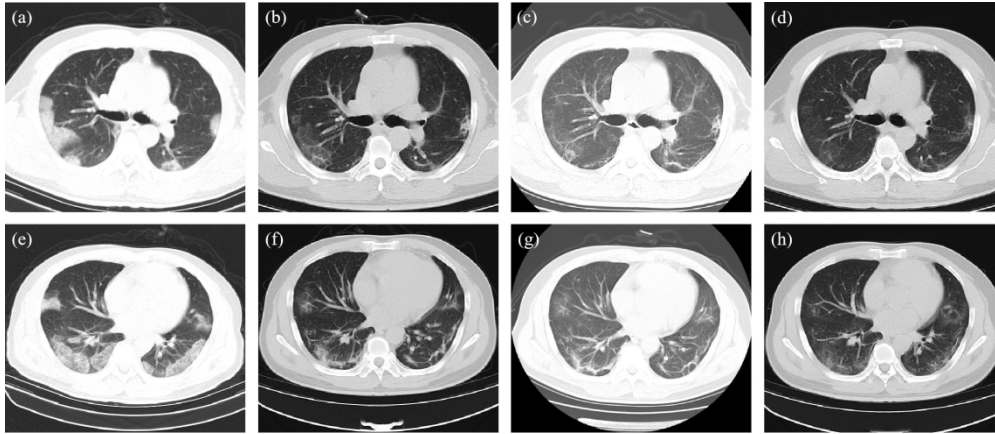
La tomografía computarizada del tórax de un paciente masculino de 48 años con COVID-19. (a, e) las TC de tórax al ingreso. MGO parcheado mutuo, consolidación y engrosamiento septal interlobular se mostraron en los lóbulos inferiores. (b, f)
